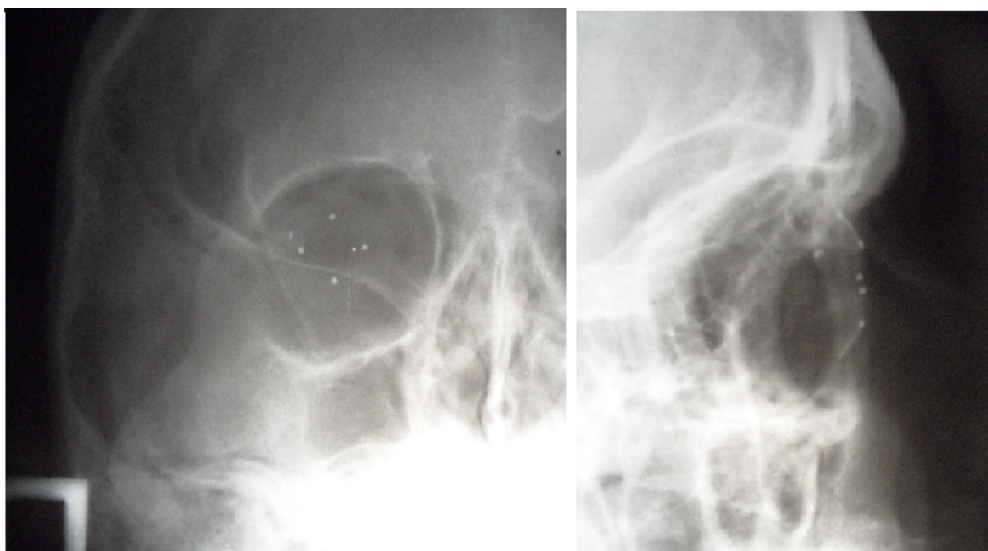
Клинический случай использования рентгенографии с протезом Комберга–Балтина для локализации ВГИТ.
